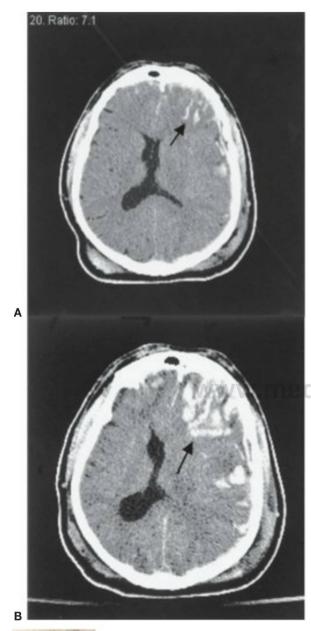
5 Las contusiones se producen casi siempre en los lóbulos temporal y frontal Inferior (flechas). A, Durante las primeras horas tras la lesión, pueden aparecer sólo como zonas punteadas de hemorragias mezcladas con tejido cerebral edematoso. Pero al cabo de 24-48 horas de la lesión, la hemorragia puede continuar y originar una dilatación significativa de la contusión y hematoma. A las 48 horas de la lesión este paciente sufrió un Incremento súbito de la PIC y deterioro de su nivel de consciencia. B, Una tomografía computarizada repetida reveló una dilatación de la contusión frontal con efecto de masa, por lo que el paciente se trasladó al quirófano para vaciar la lesión. (Tomografía computarizada.)
